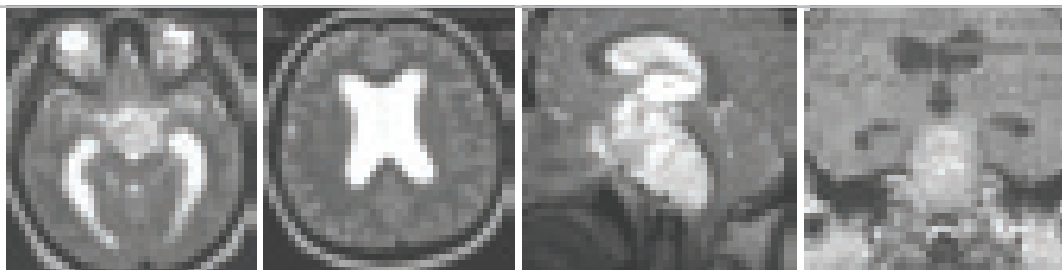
Оклюзионная гидроцефалия при хордоме основания черепа. МРТ больной с распространённой хордомой ската и sellarной области. Выраженная компрессия ствола мозга, четвёртого желудочка и силвиего водопровода.
